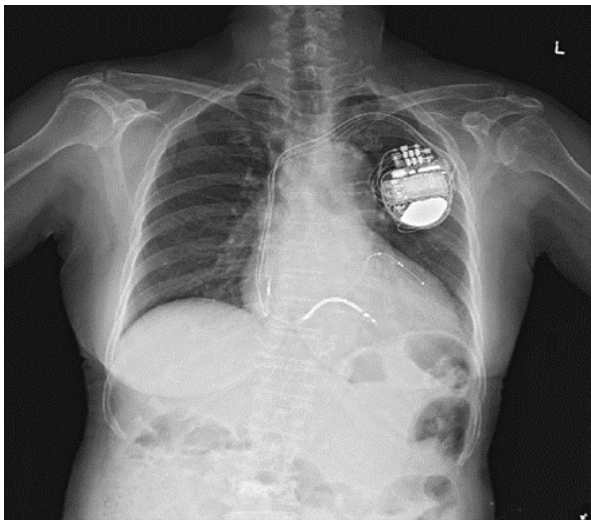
Göğüs röntgeninde KKP görüntüsü
